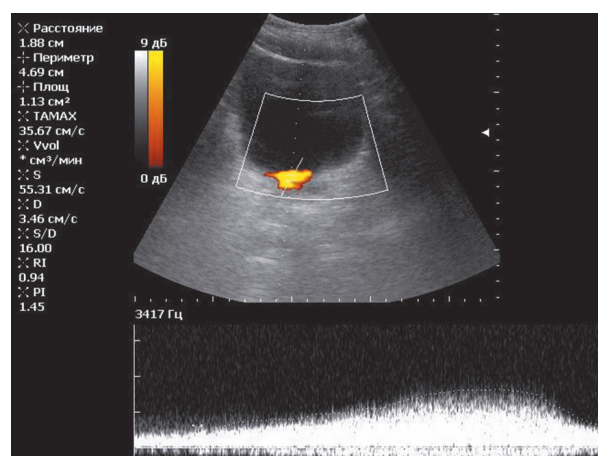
Doppler spectrum of the urine jet. V_{max} – 55.31 cm/s, jet duration – 5.27 s.
